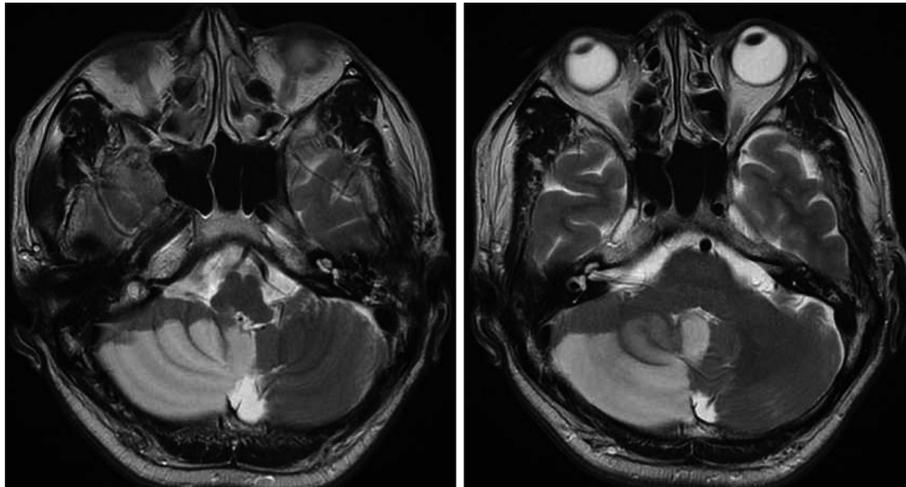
T2-weighted non-enhanced axial images presented acute infarction at right PICA territory with mild diffuse brain atrophy.
